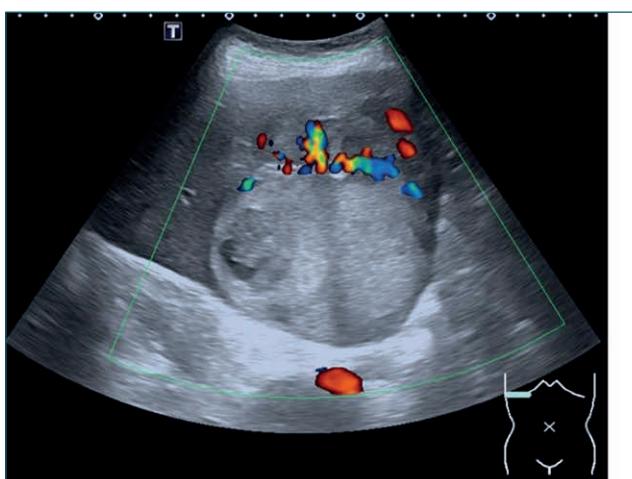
Ecografía y TAC Abdominal.
